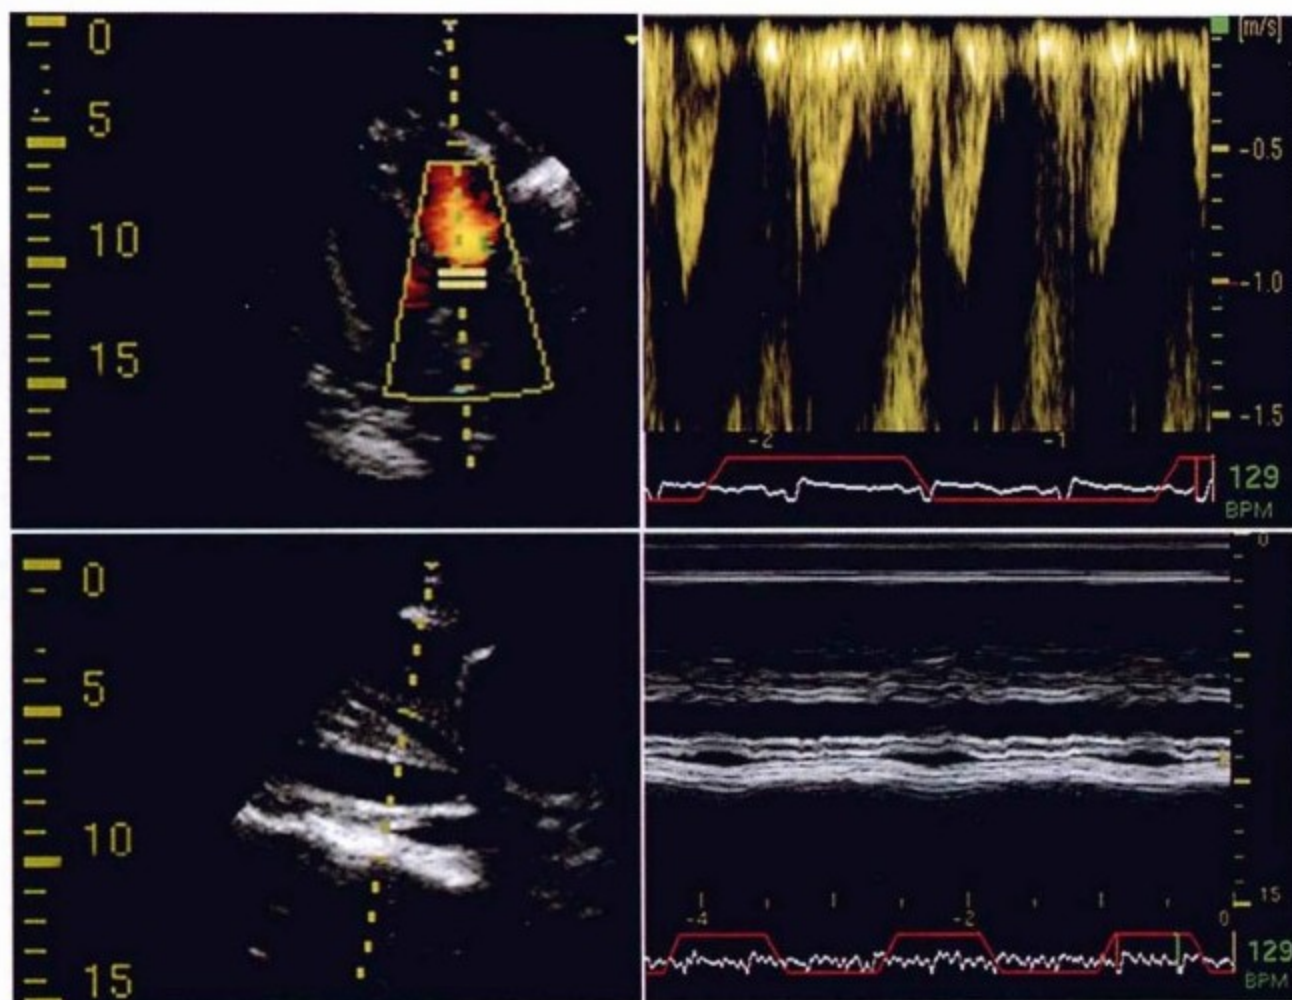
上方:二尖瓣血流。吸气相,充盈早期流入速度显著降低(呼吸运动轨迹向上偏移)。下方:IVC的M型超声。IVC扩张,呼吸运动无变化,符合静脉压升高表现。
